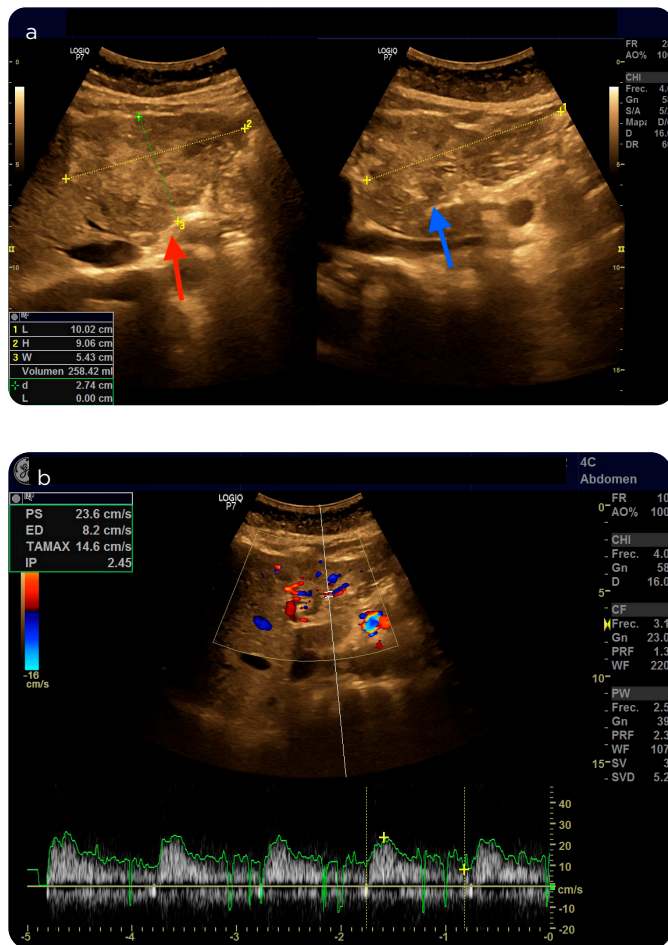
a) Cortes axial y longitudinal de ultrasonografía de abdomen total en modo B. Imagen heterogénea predominantemente hiperecótica de bordes lobulados, (flecha roja en a corte axial, flecha azul en a corte longitudinal), en el lóbulo hepático izquierdo que ocupa principalmente los segmentos II y III, con diámetro máximo de 10 cm. b) La exploración Doppler color y análisis espectral evidencian vasos de alimentación periféricos de bajas velocidades.
